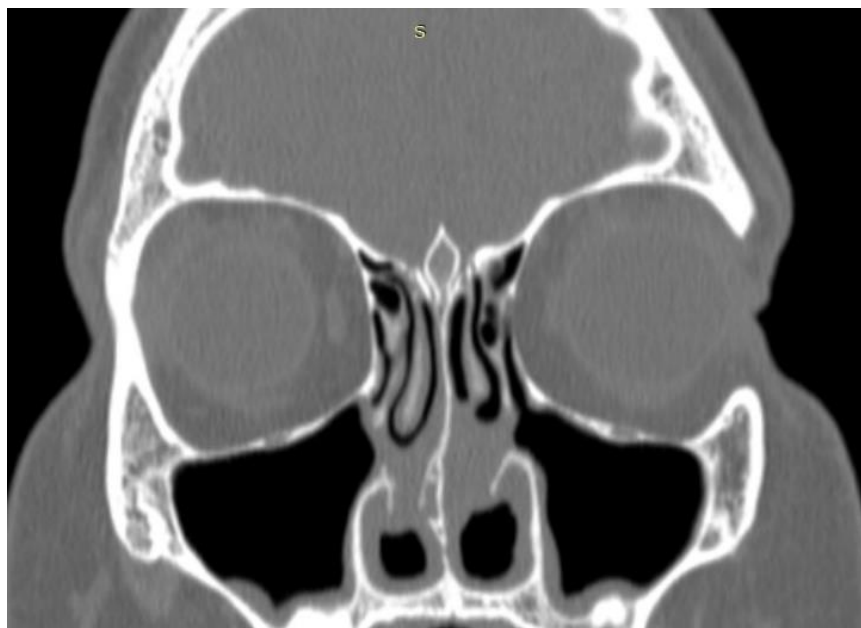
Компьютерная томография околоносовых пазух. Билатеральная синехиальная обструкция полости носа
